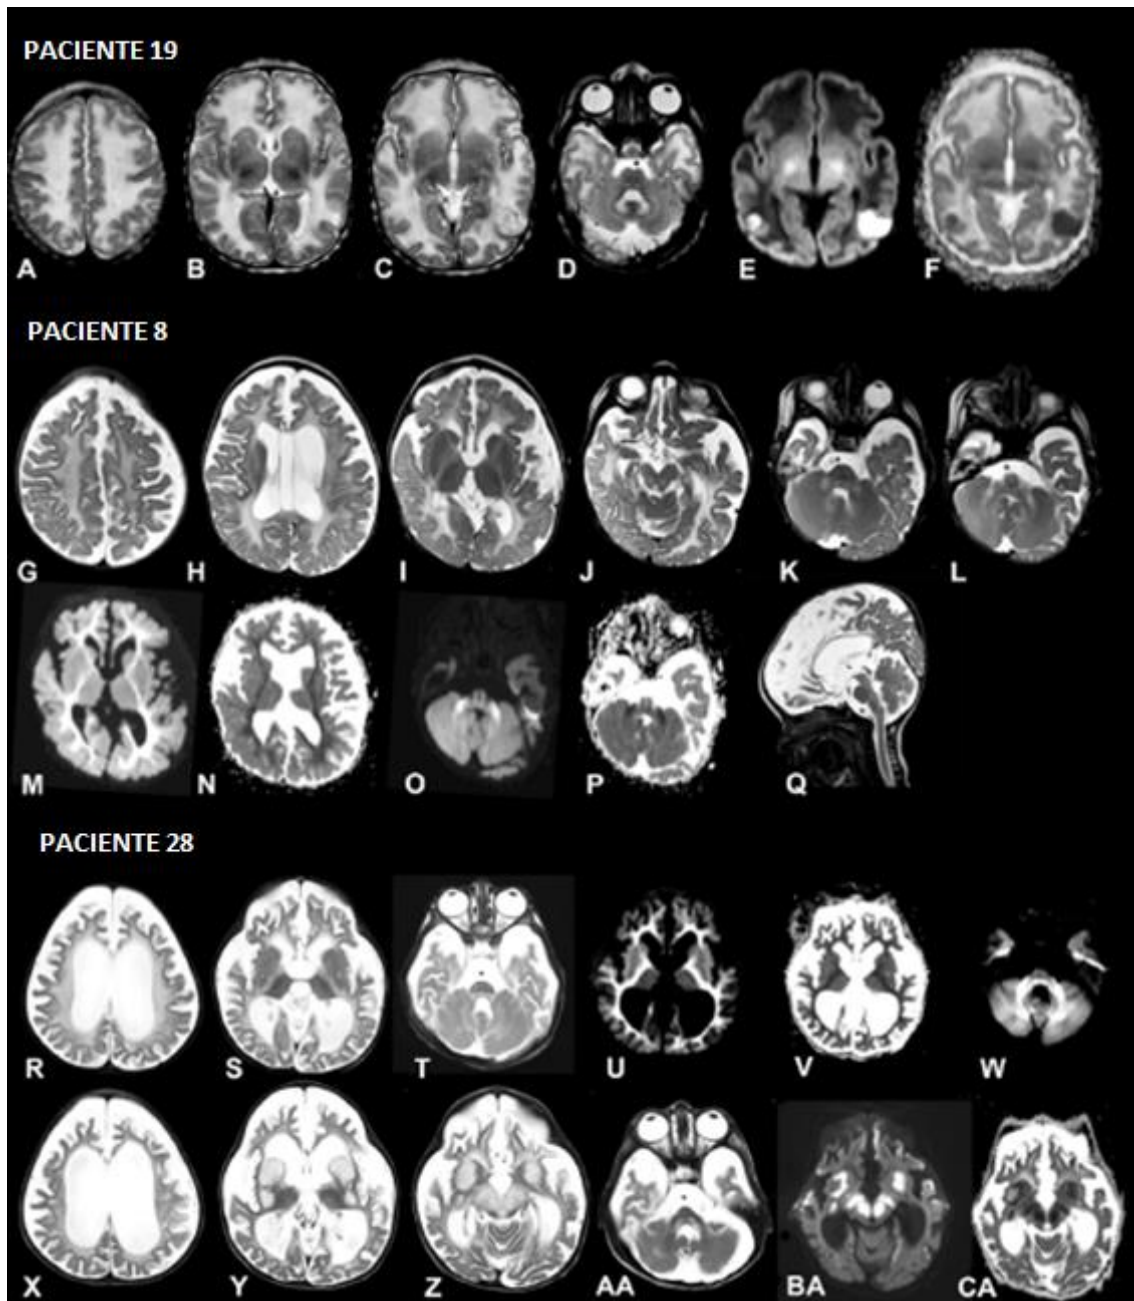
Vemos las resonancias magnéticas en T2 de 3 pacientes distintos a distintas edades. Son los pacientes 19 a los 4 días (identificado como 2 en [13]), 8 a los 9 meses (id como 7 en [9] y como 4 en [13]) y 27 a los 3 años. (id como 19 en [13]).
